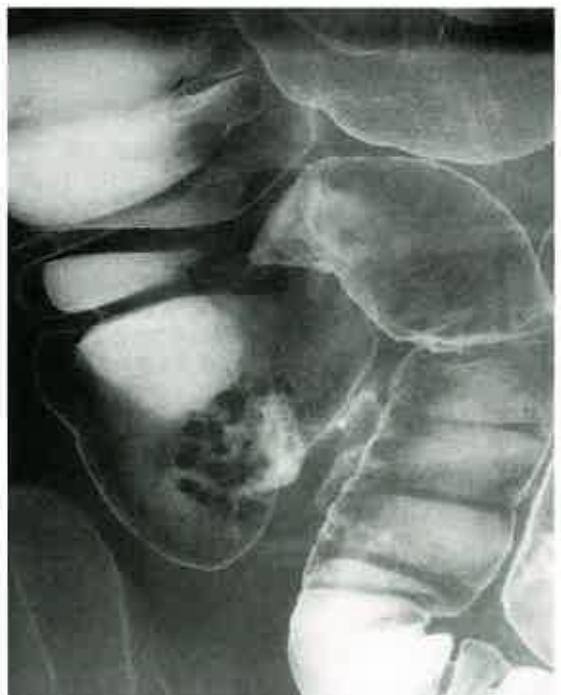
潰瘍性大腸炎非典型像X線（区域病変、盲腸）
